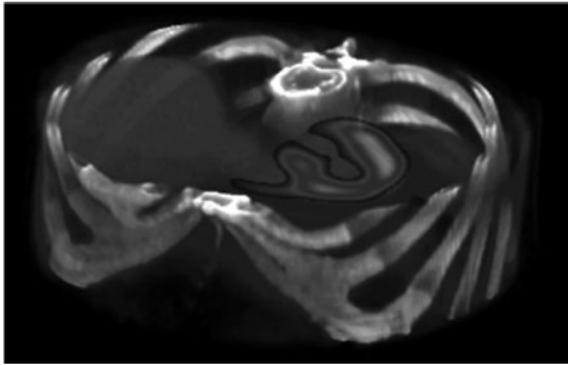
3D-CT画像に埋め込んだ心筋血流SPECT画像 CTによる形態学的画像に心筋細胞血流の病態生理学的SPECT画像が組み込まれ心血管障害の多角的病態評価が可能となり、患者の疾患の正確な診断や患者が受けるべき治療の適正化により、最適な患者管理に繋がる。
